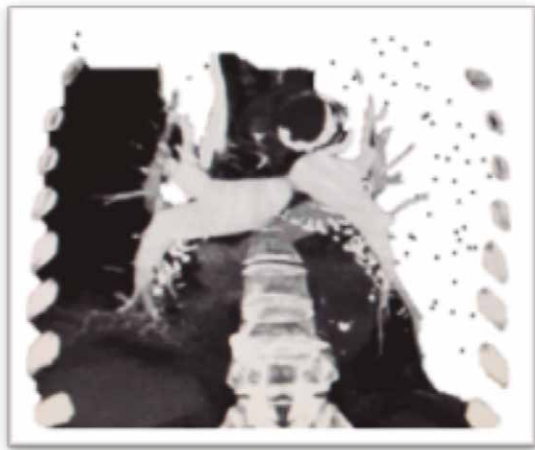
Angiotomografia corte coronal (esq), corte sagital imagem (dir), ambas mostrando artéria torácica pulmonar com contraste. Fonte: Juan Vidal (Arquivo Próprio)
